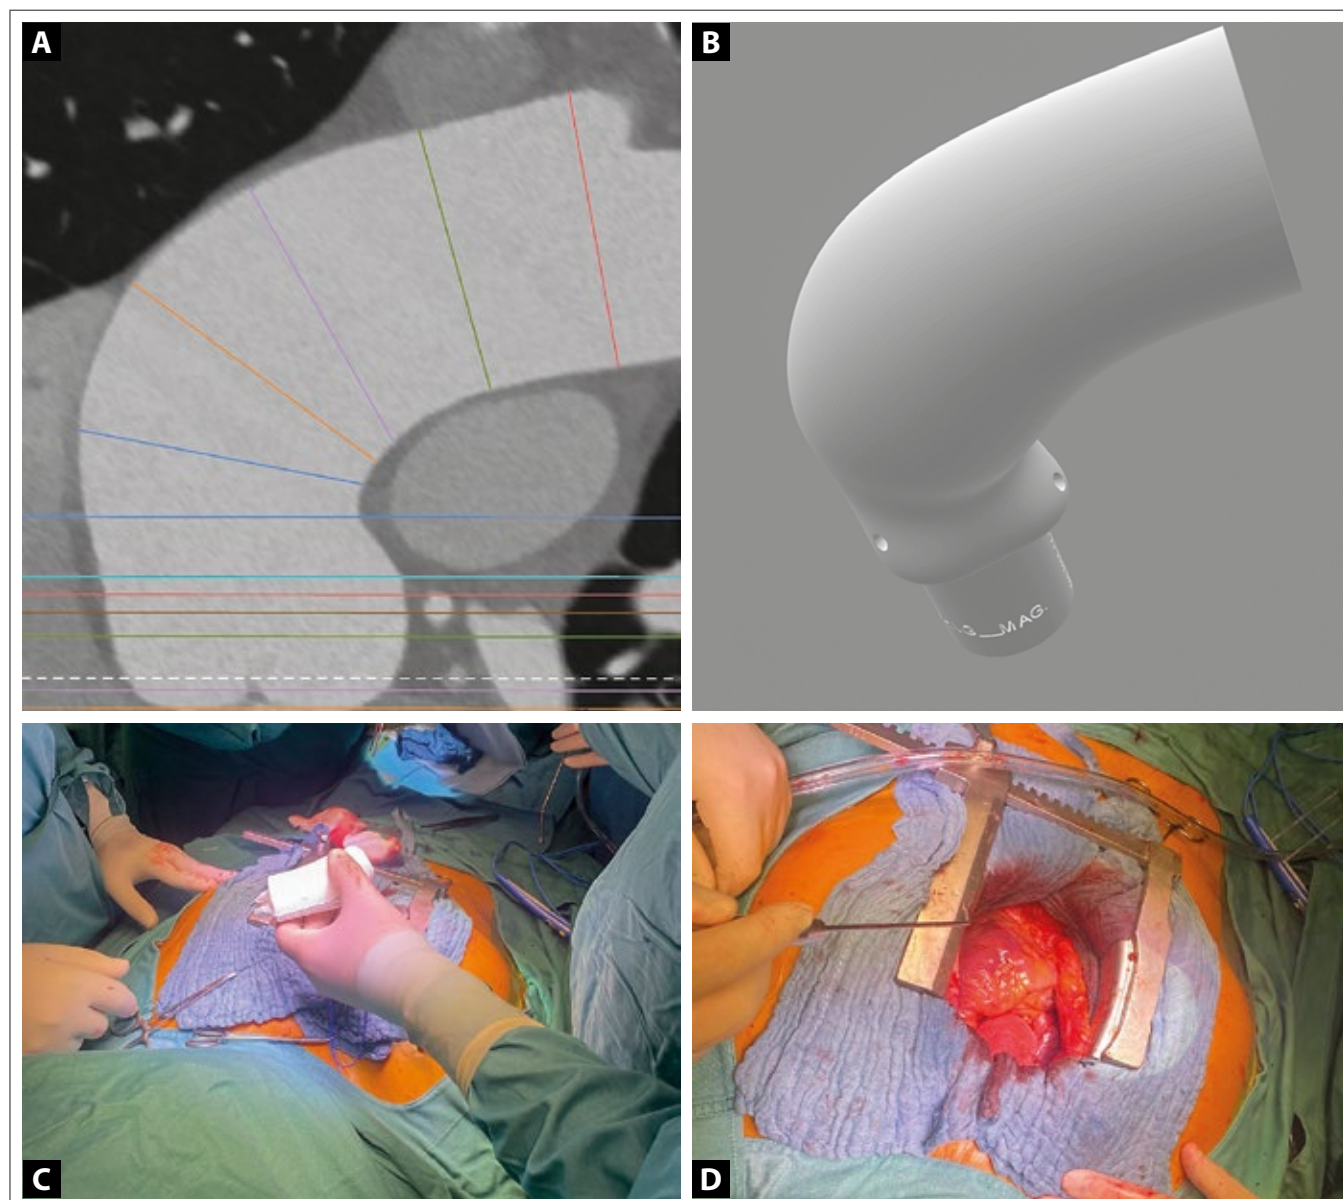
(A): CT-Vermessung, (B): 3D-Modell, (C): PEARS-Prothese vor der Implantation, (D): nach der Implantation.
